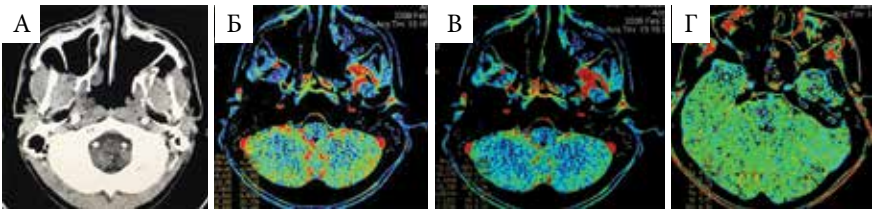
Перфузионная КТ пациента М., 16 лет, через месяц после эндоназального удаления ЮАОЧ: А – по данным МСКТ в аксиальной проекции создается впечатление, что опухоль удалена полностью, носоглотка свободна; Б, В – СВВ и СBF: в КНЯ локальный участок с высокими однородными гемодинамическими показателями, характерными для ангиофибромы, отличающимися от окружающих тканей; Г – МТТ: все исследованные ткани имеют достаточно однородное время. Резидуальная опухоль в КНЯ по данным СВВ и СBF
